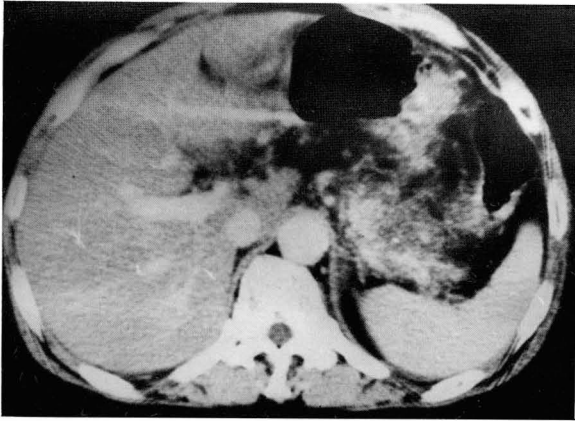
CT grade IV: Very inhomogeneous focal enlarged pancreas tail with multiple lucent low density extending to parenchymal margin is noted and the lesion was confirmed as crushing injury of the pancreas tail.
